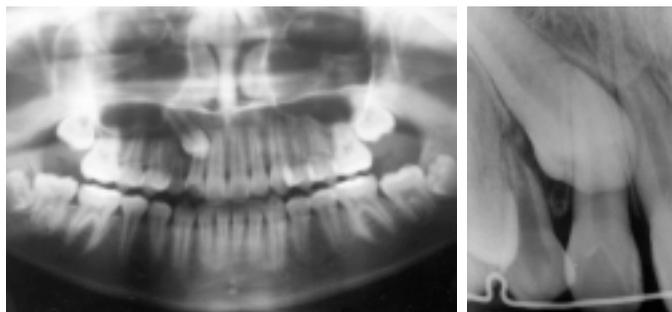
Radiografias panorâmica e periapical da região do canino confirmam a impacção do canino superior direito permanente com inclinação mesiovestibular.
